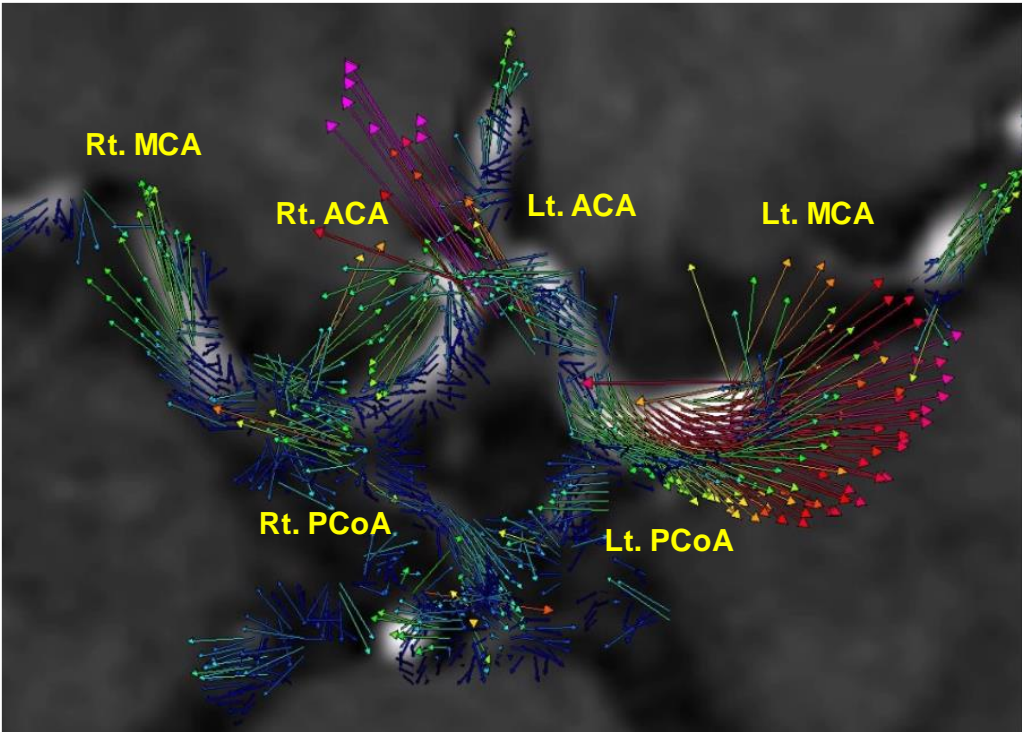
4D Flow MRI による Willis 動脈輪内の血流の可視化例.
